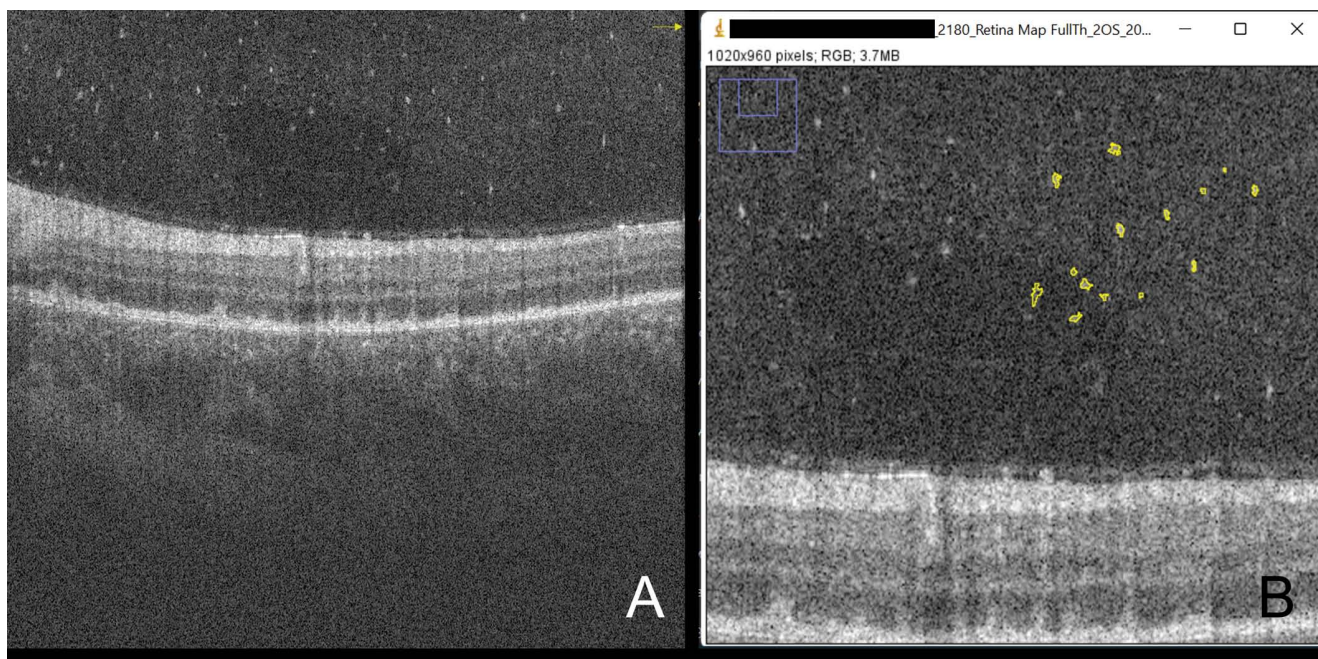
Пример оценки рефлексивности включений в стекловидном теле. А — исходный кросс-секционный скан оптической когерентной томографии. В — выделение интравитреальных включений для оценки размера и рефлексивности в ImageJ
